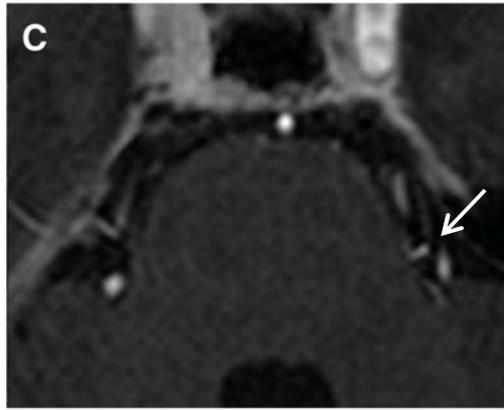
IRM-3D-T1 avec injection de gadolinium montrant l'artère cérébelleuse supérieure gauche (responsable de la CVN) en hypersignal [63].
